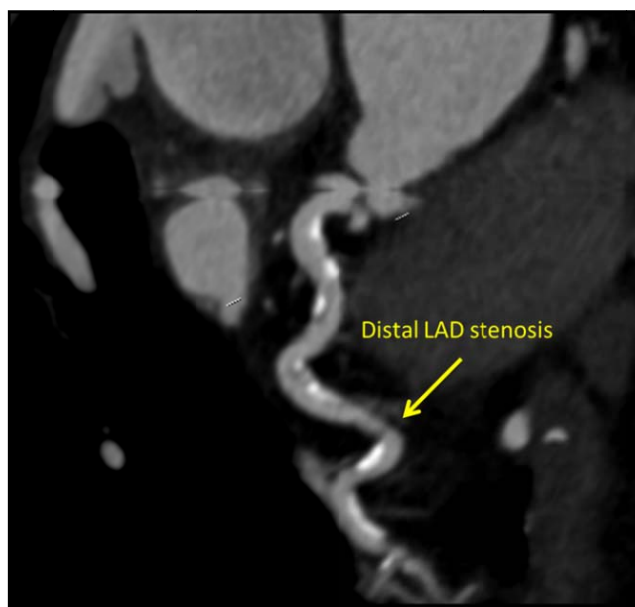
CT 冠脉造影显示远端狭窄。冠状动脉造影证实此结果。图片提供：Dr VikneshJayapalen, 英国国王大学医院
